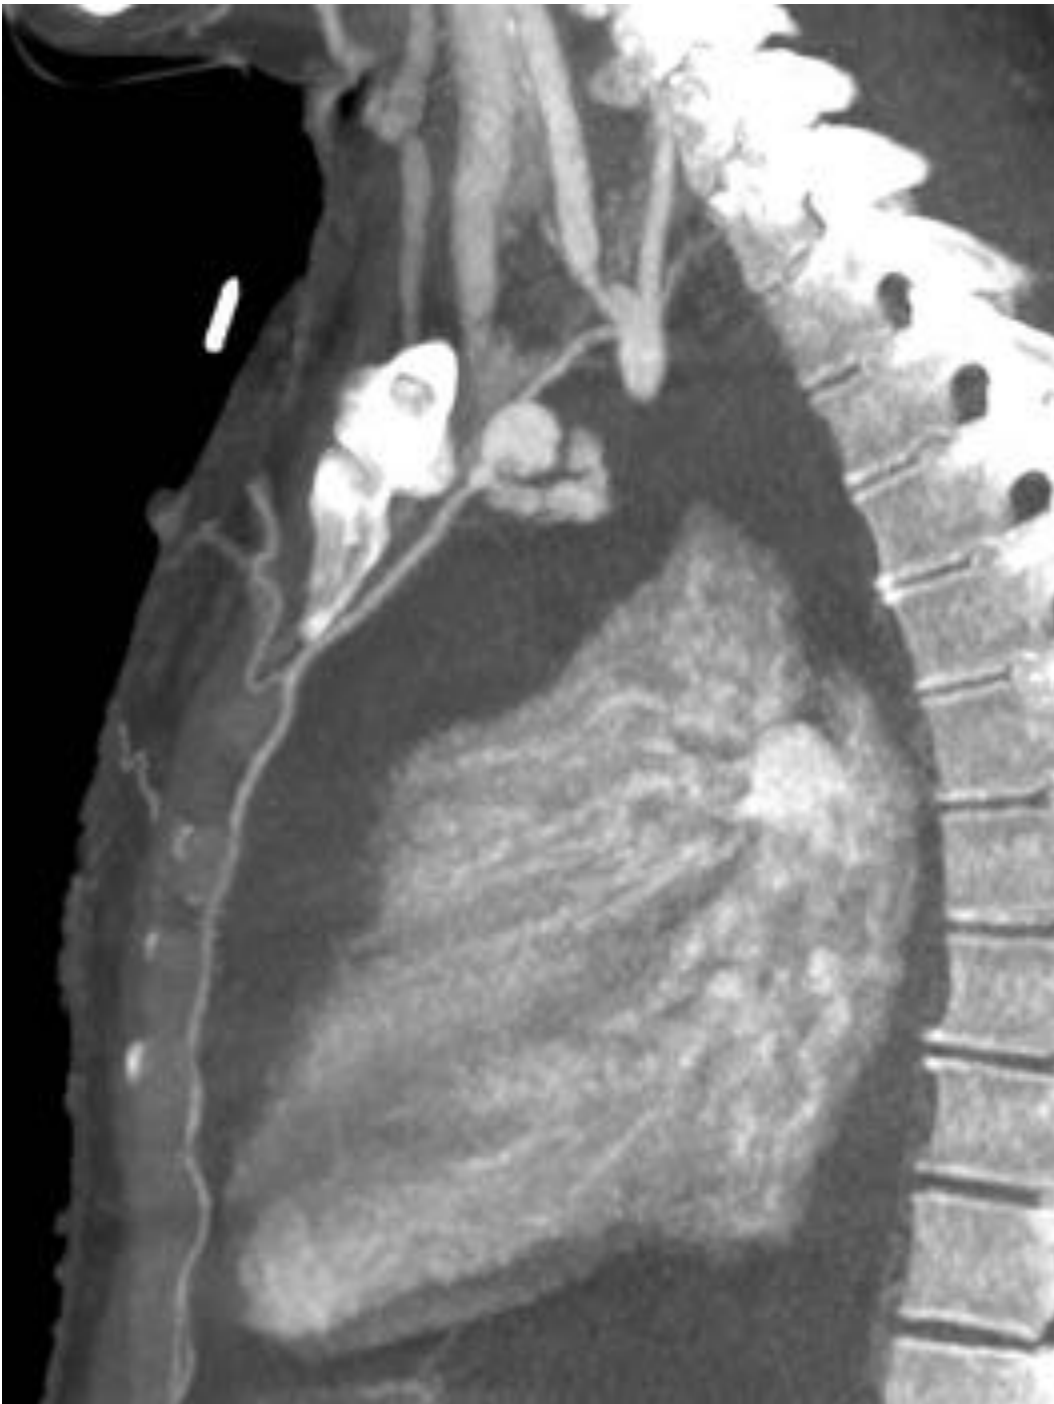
TC con contraste yodado: reconstrucción sagital MIP. Mismos hallazgos que en imagen previa.
